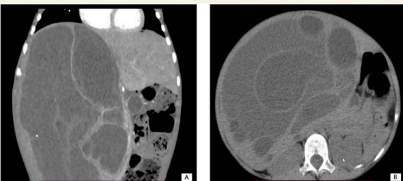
Tomografía abdominal con contraste. lóbulo hepático derecho con lesiones quísticas múltiples.
